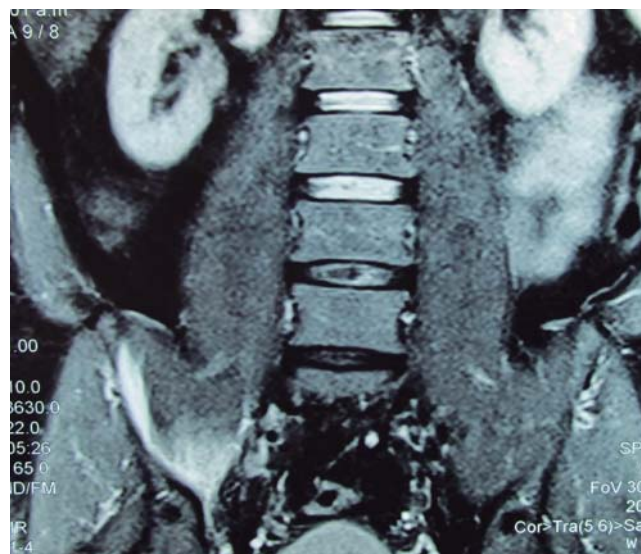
Resonancia magnética de columna lumbo-sacra y pelvis, en corte coronal, ponderada en T2, mostrando ruptura parcial (grado III) del músculo iliaco derecho, con sangrado entre sus fibras.
